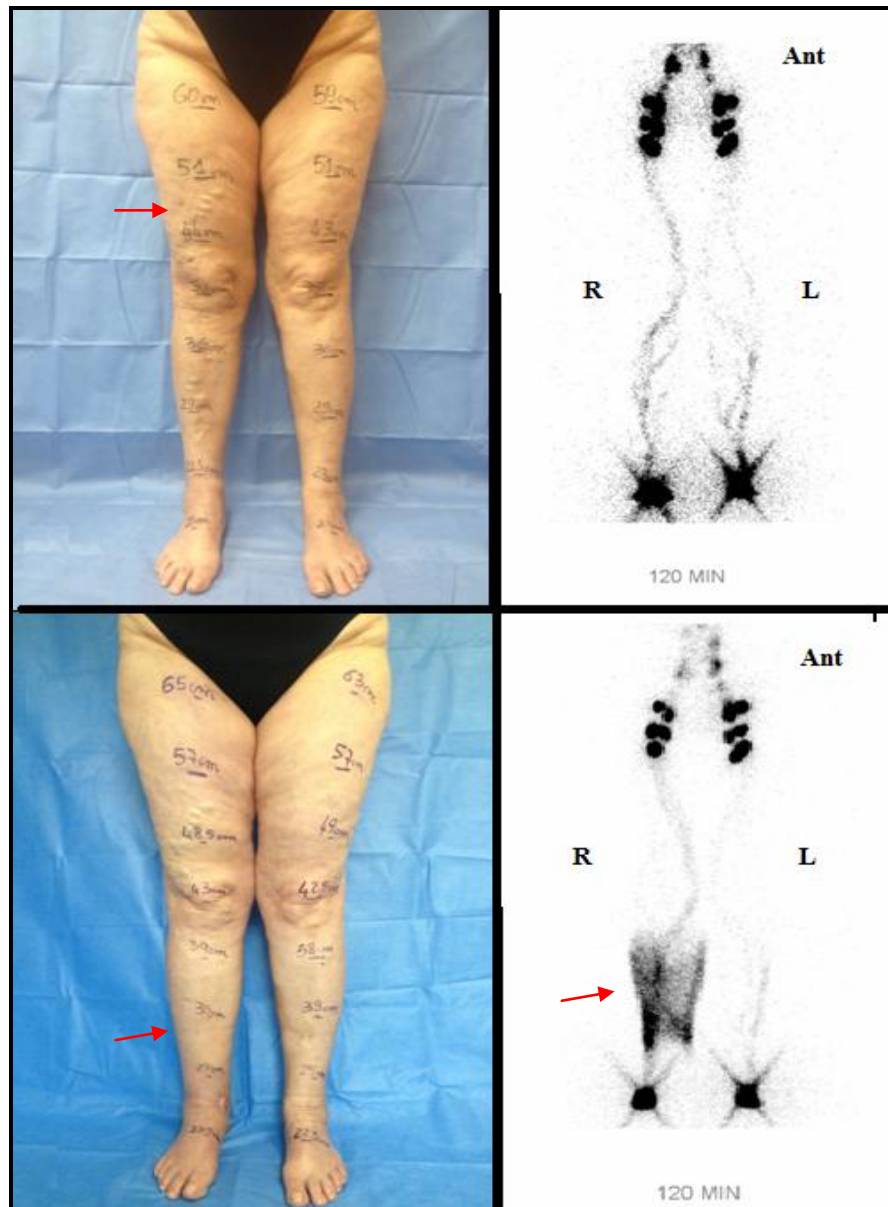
Immagini cliniche linfoscintigrafiche della paziente N.3 della tabella 4
